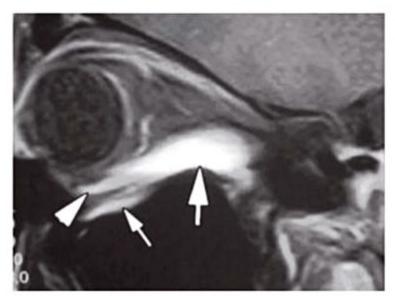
Inflamação orbitária não específica com espessamento difuso do reto inferior incluindo inserção tendinosa escleral mostrada em corte sagital de RM em T1 com supressão de gordura.
